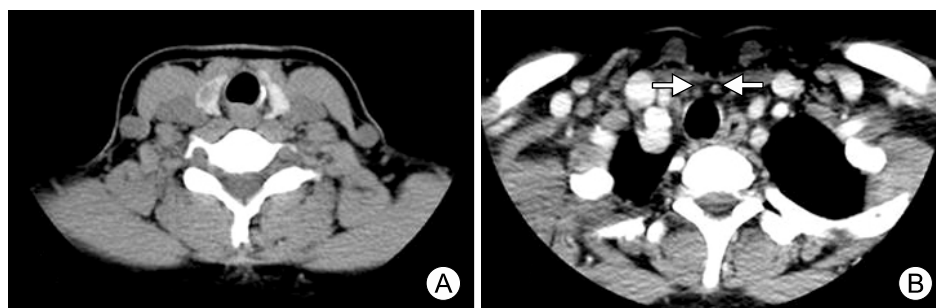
Contrast-enhanced neck CT scan shows irregularly-margined and heterogeneously enhanced nodule on right thyroid gland (A), and several enlarged central lymph nodes (B, white arrows).
